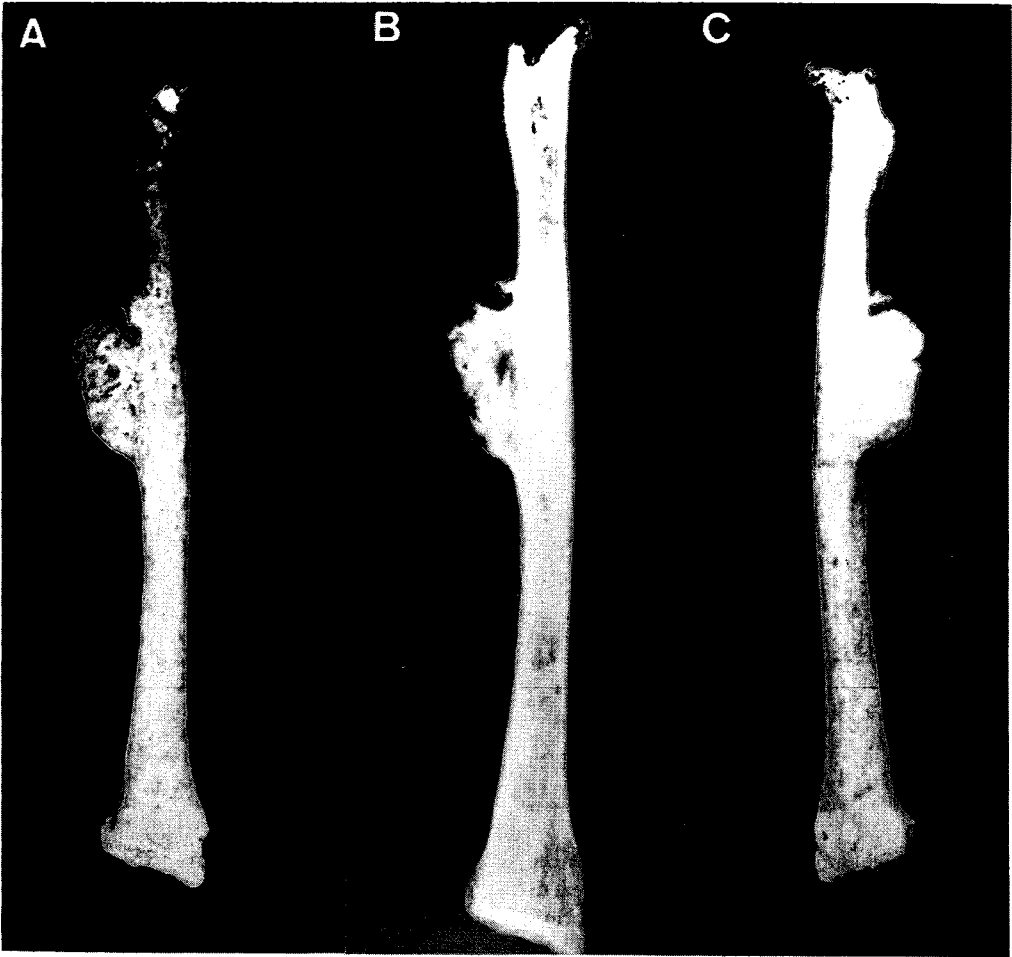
Radio izquierdo del individuo de San Martí de Nagol (Andorra) con la tumoración que se describe en el texto. A) Cara anterior; B) radiografía; C) cara posterior.
